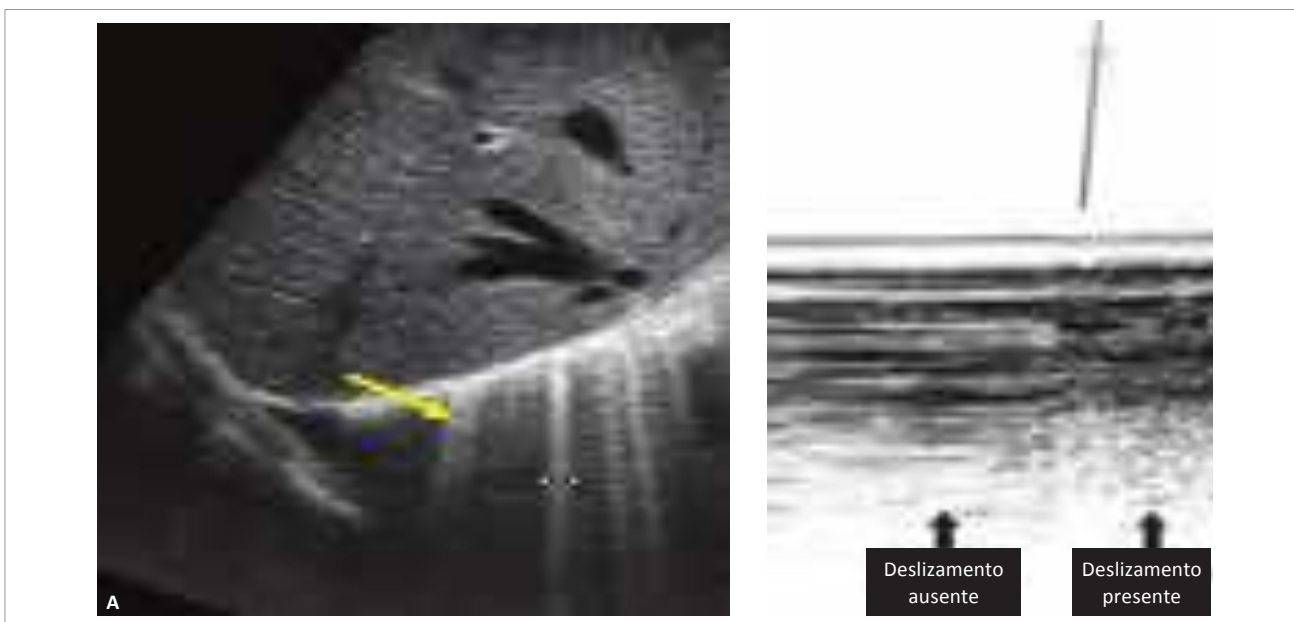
Imagens de ultrassonografia pulmonar patológica. (A) Visualiza-se um agrupado de linhas B na pleura diafragmática (ver setas), dispostas em sentido longitudinal e apagando as linhas A, compatíveis com edema intersticial pulmonar. (B) Imagem no modo M, em que se registra uma área de deslizamento pleural (“sinal da areia da praia”) contígua a uma região sem deslizamento pleural (“sinal do código de barras”), compatível com pneumotórax.
